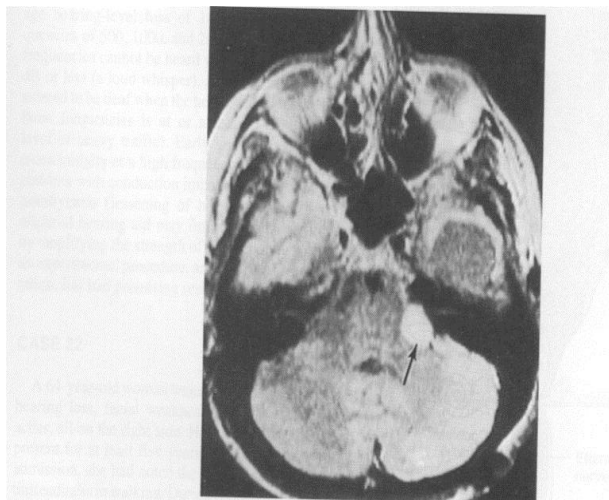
Magnetic resonance image of a horizontal section through the head at the level of the lower pons and internal auditory meatus. A left acoustic nerve schwannoma with its high intensity is shown in the left cerebellopontine angle (arrow).
